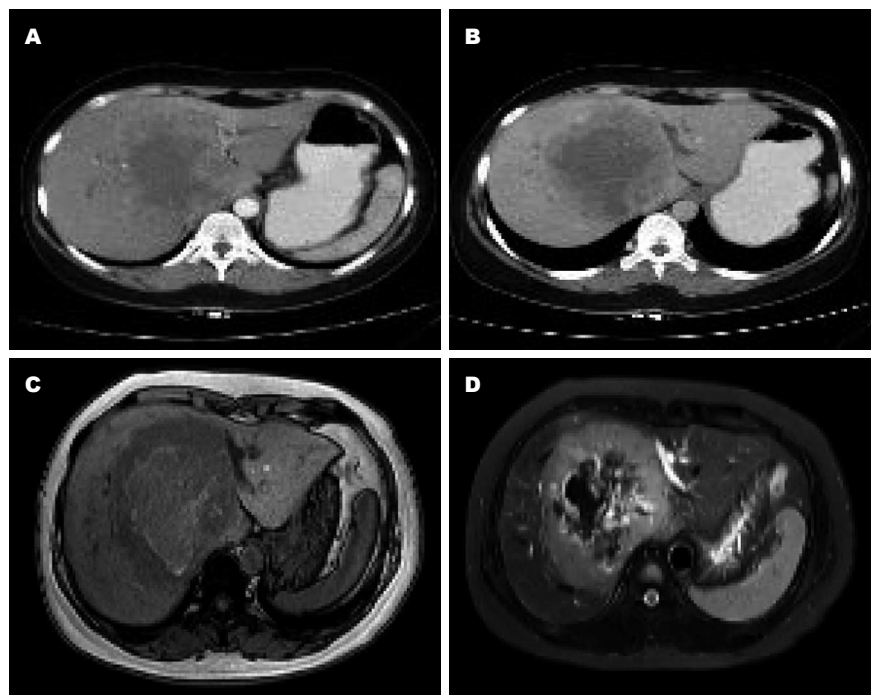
CT强化与MRI影像学表现. A:动脉期肿瘤周边血供丰富、强化明显、呈类分隔样改变, 可见供血动脉; 中央密度低呈不均匀强化, CT值34 Hu; B: 延迟期肿瘤病灶密度低于肝实质、中央低于周边; C: T1WI呈略长及短T1; D: T2WI长及短T2信号.
